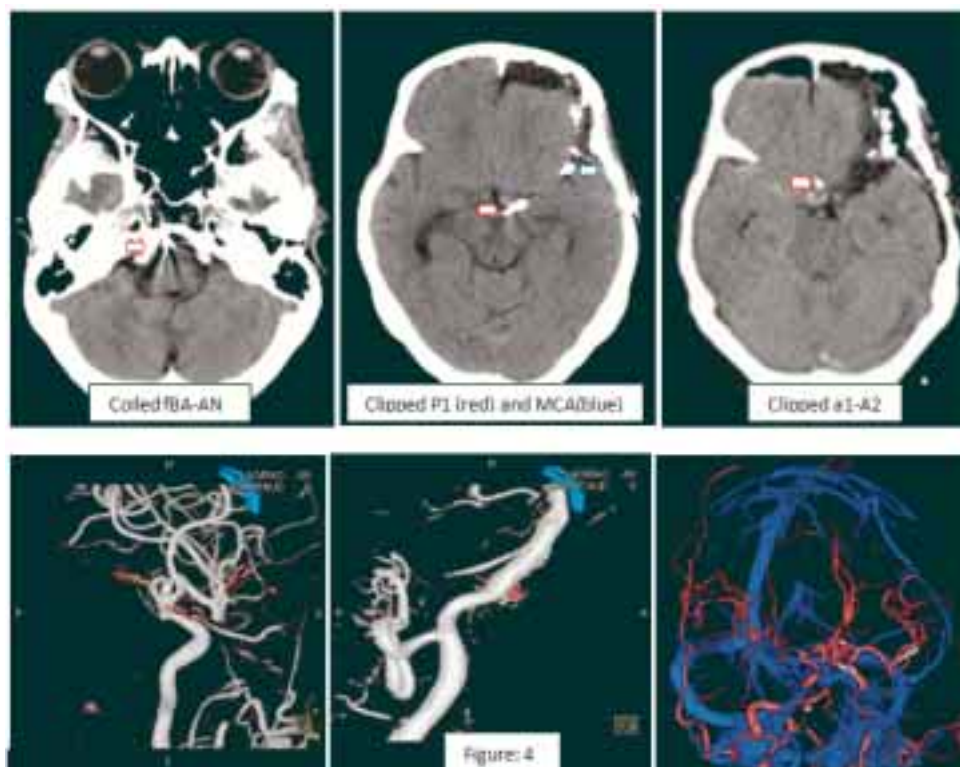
Follow-up images (CT, 3D-DSA and CT Angiogram ; fBA-AN : basilar fenestration aneurysm ; arrows indicate clips)
